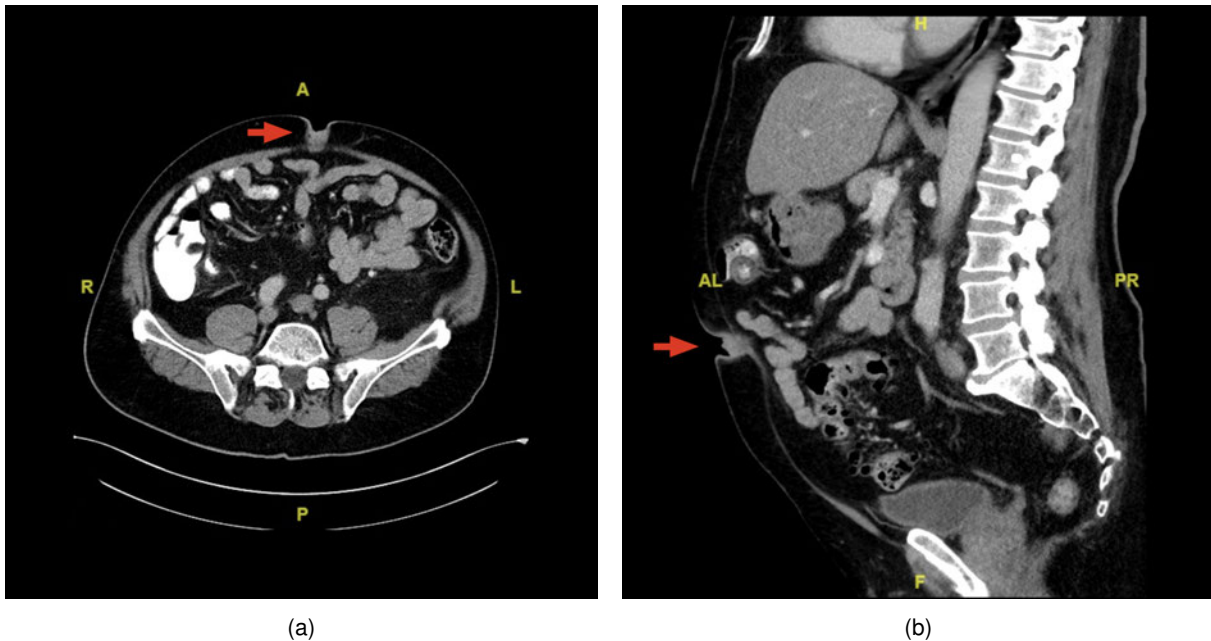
Computertomographie nach Gabe von i.v.-Kontrastmittel bei einem 66-jährigen Patienten mit Pankreasschwanzkarzinom und synchroner Nabelmetastase: a) Transversalschnitt auf Höhe des Bauchnabels, b) Rekonstruktion der Medianebene. (Quelle: Eigene Aufnahme)
